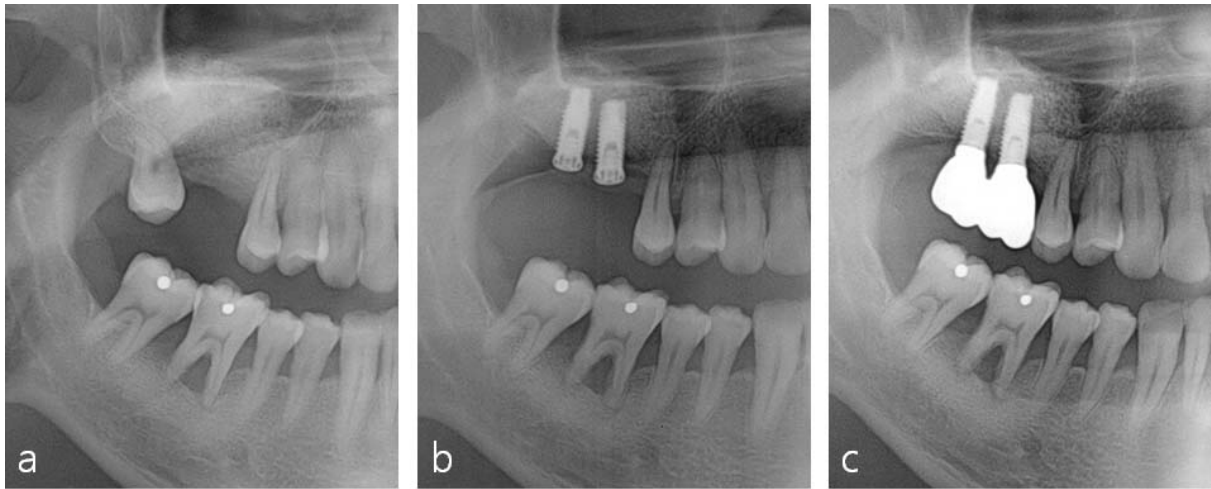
Radiographic images a. post-operative panoramic radiograph after sinus augmentation, b. post-operative panoramic radiograph after implant placement, c. post-operative panoramic radiograph after bridge delivery.
